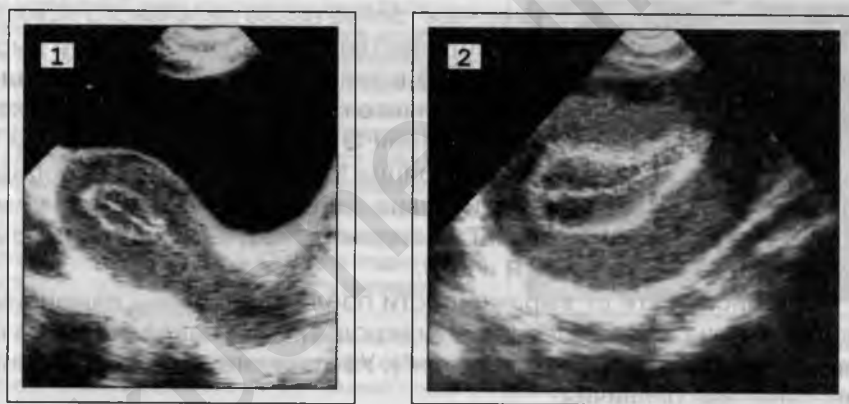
Острая активная ЖГЭ преклимактерического периода (1 – обзорная эхограмма, 2 – ТВ-УЗИ).
